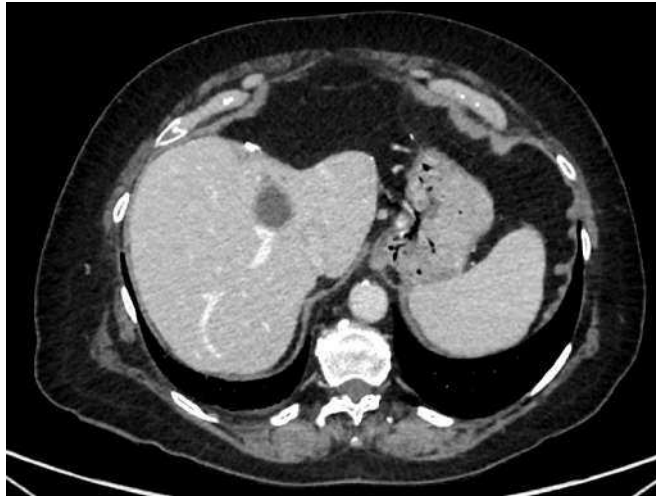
TC Abdomino-Pélvico en fase venosa. Paciente plurioperada con infección sin foco y sepsis por pseudomonas. Implantes peritoneales por adenocarcinoma ovárico. Hepatectomía de lóbulo hepático izquierdo. Se aprecia lesión de bajos valores de atenuación que, dado el contexto clínico, es sugestiva de absceso hepático.
